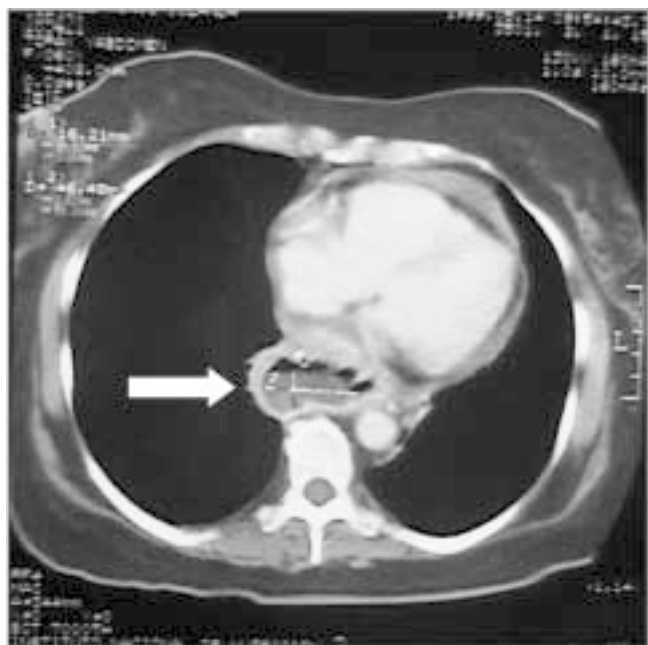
Tomografía axial contrastada con corte a nivel de mediastino, en la que se visualiza lesión hipodensa que ocupa y disminuye la luz del esófago, con afectación de la capa muscular del mismo, que corresponde al caso de metástasis de CaRCC a esófago.
